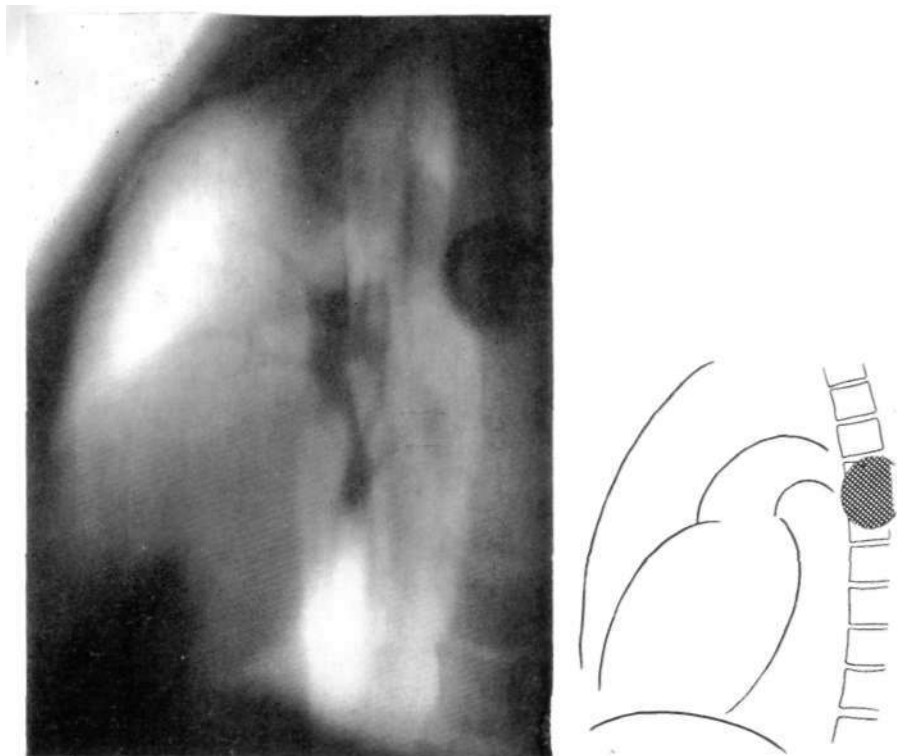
То же наблюдение. Боковая томограмма. Тень опухоли видна отчетливо на уровне III—V грудных позвонков.
